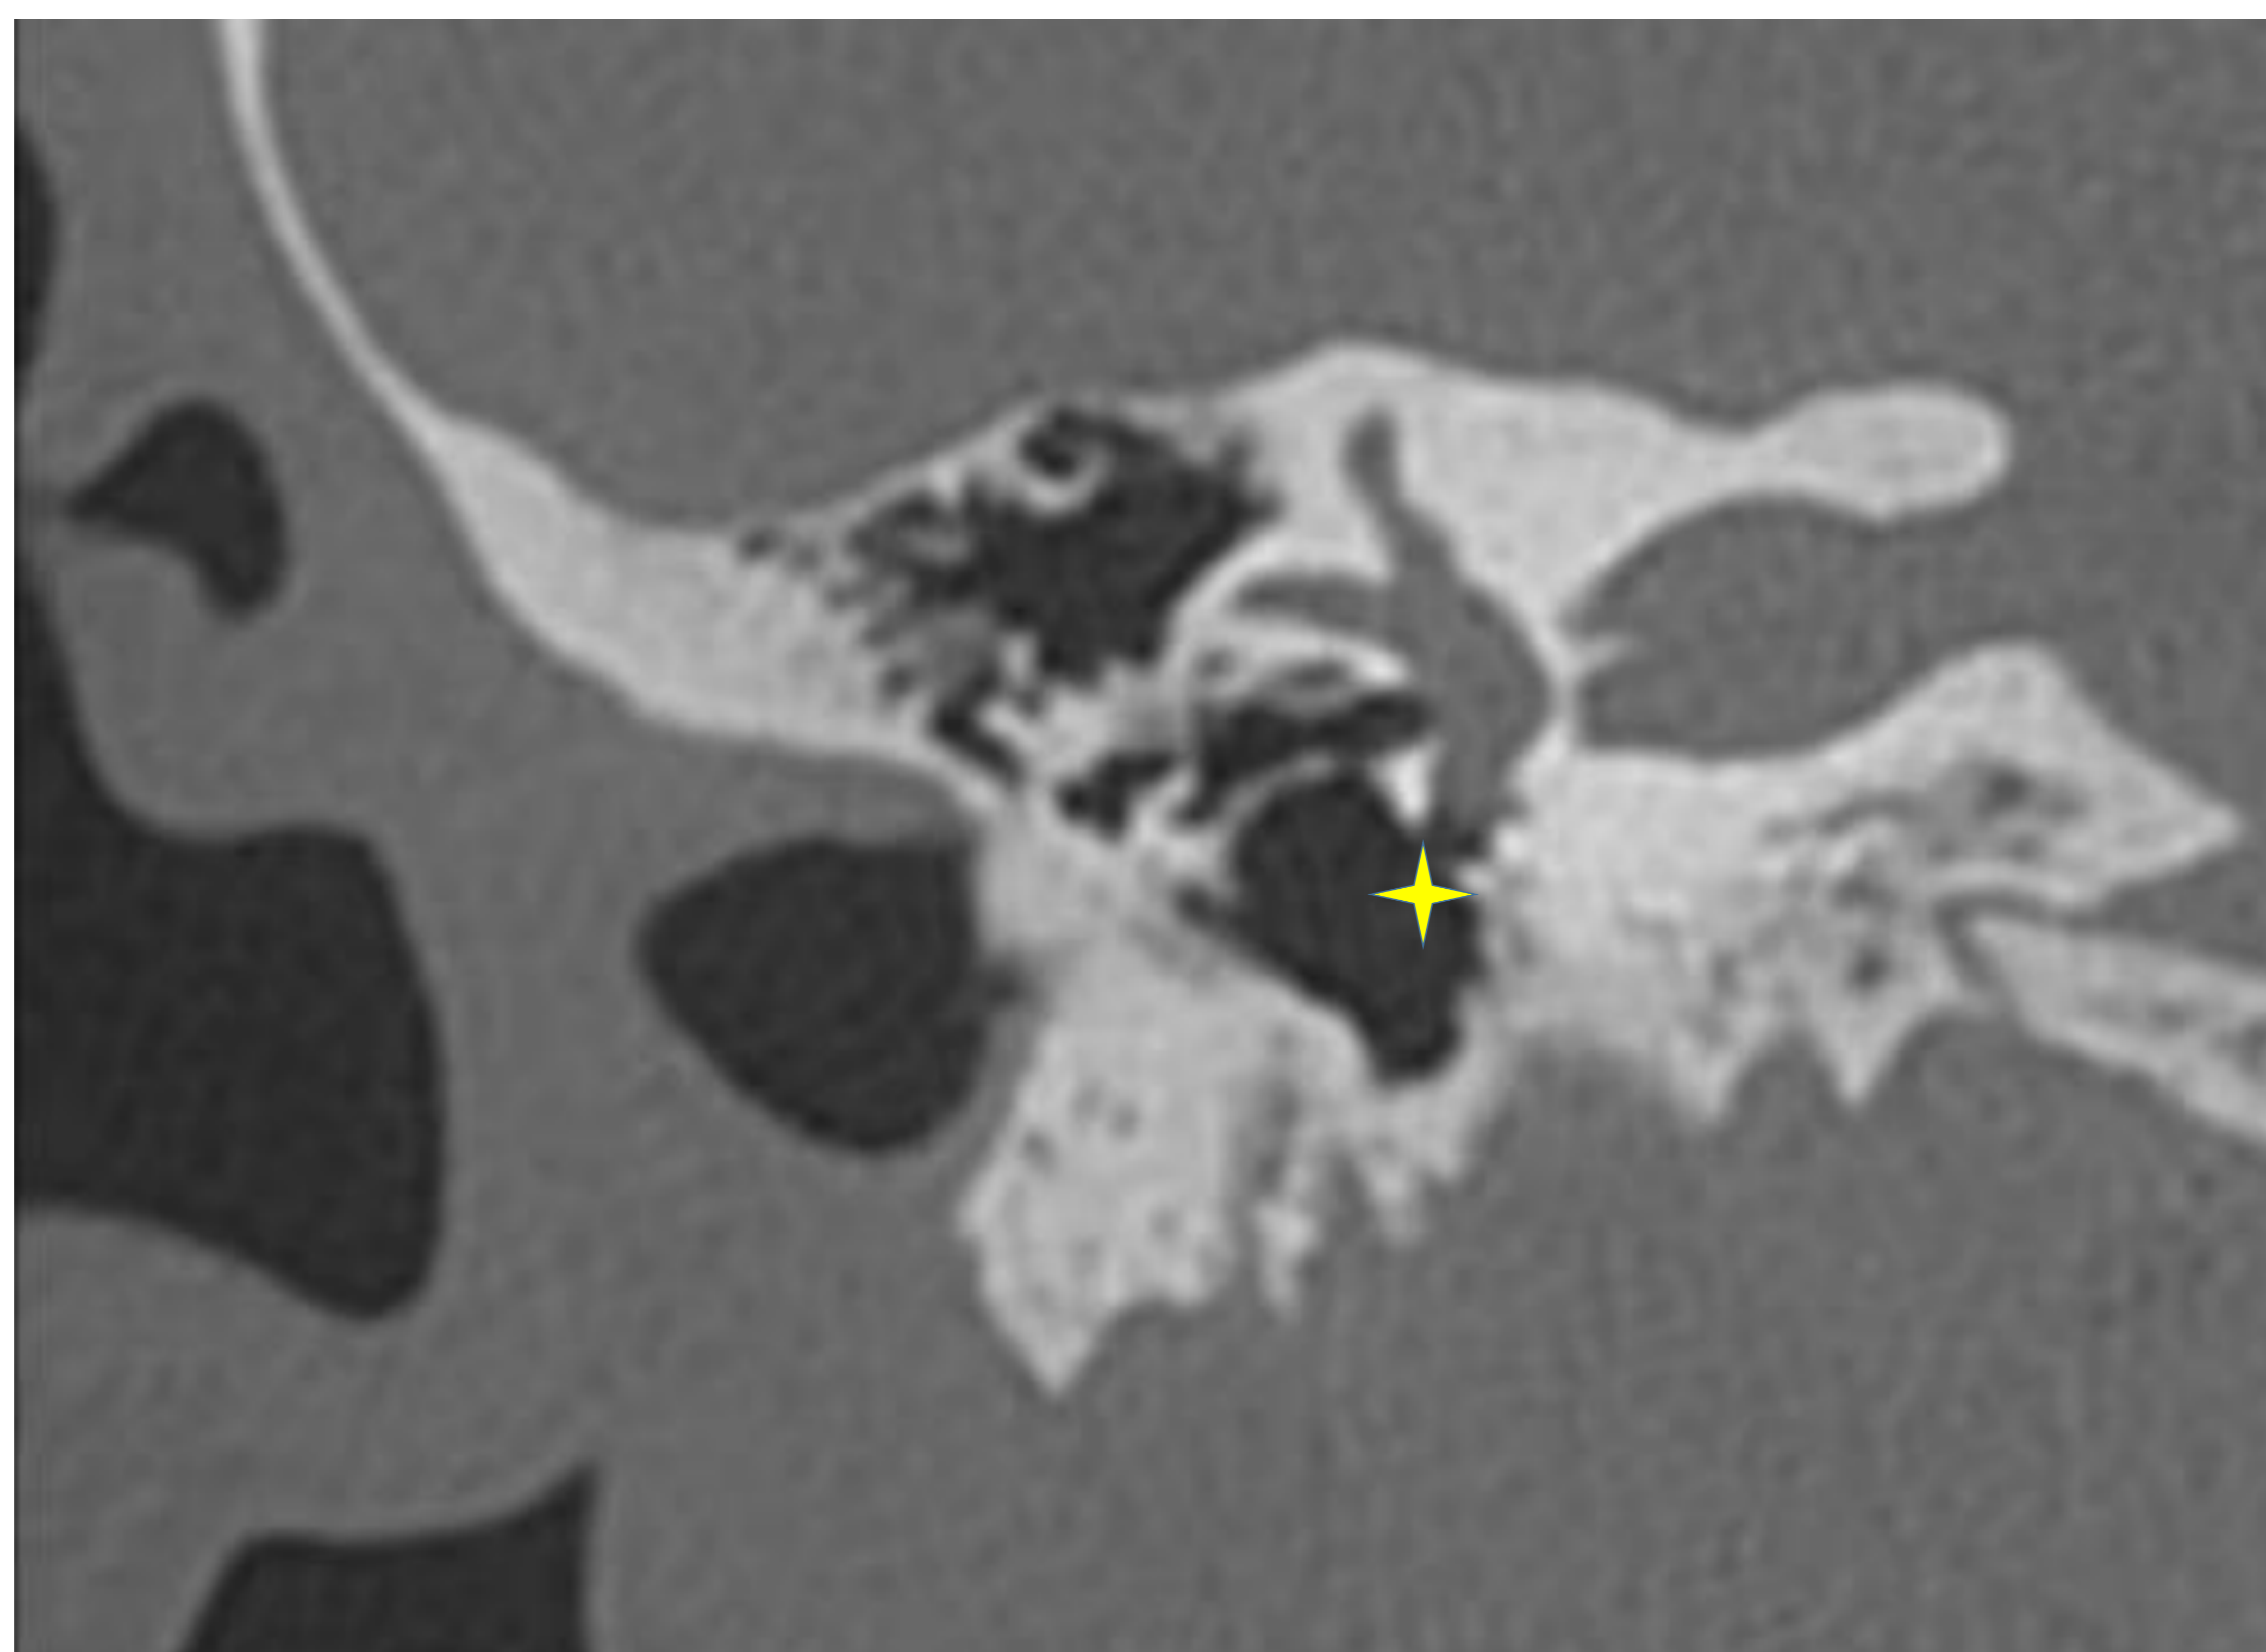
Reconstrucción coronal TC: ventana redonda y nicho de la ventana redonda.
